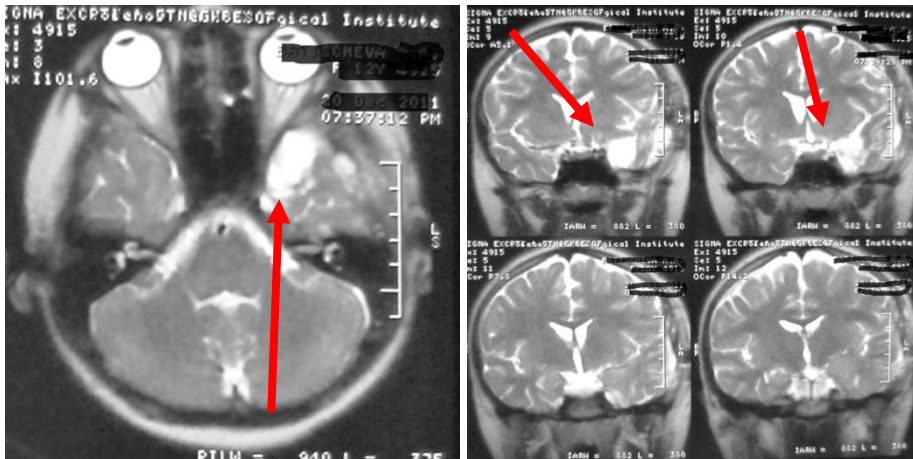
Контрольная МРТ головного мозга. Заключение: зона открытого вмешательства, атрофические изменения полюса височной доли (указано стрелками)
